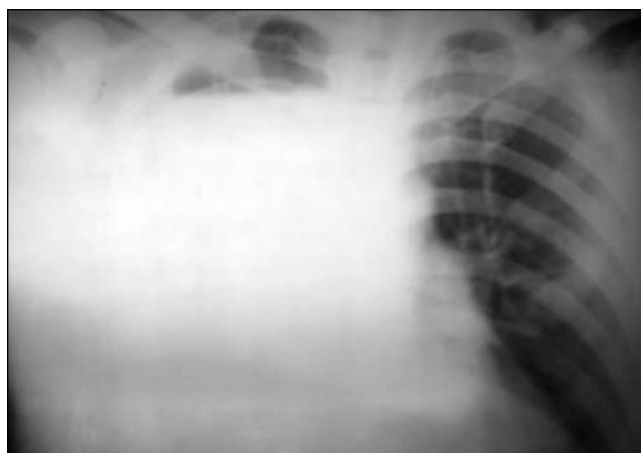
Рентгенограмма больного П., пояснения в тексте.
